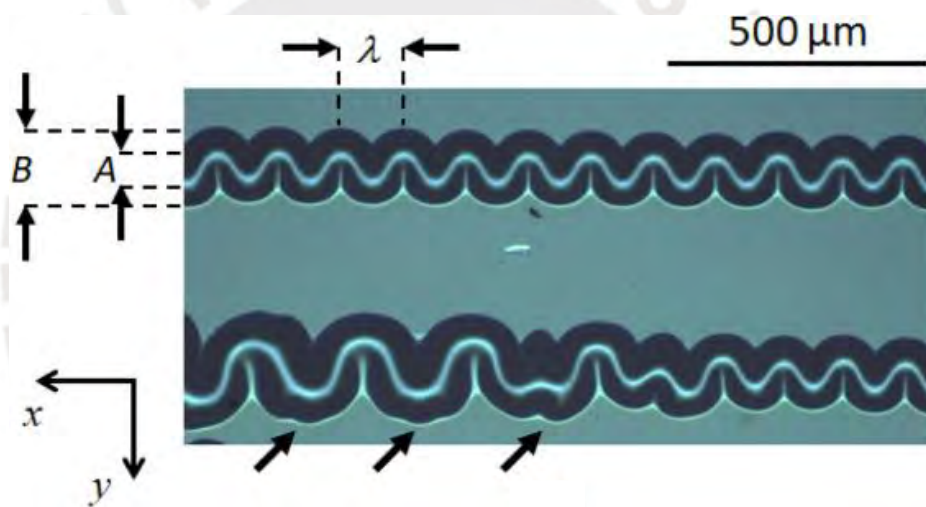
Telephone-cords* en películas de nitruro de silicio reconocidas: transición morfológica y características de las deformaciones de TC en una película de 700 nm de espesor [56].
